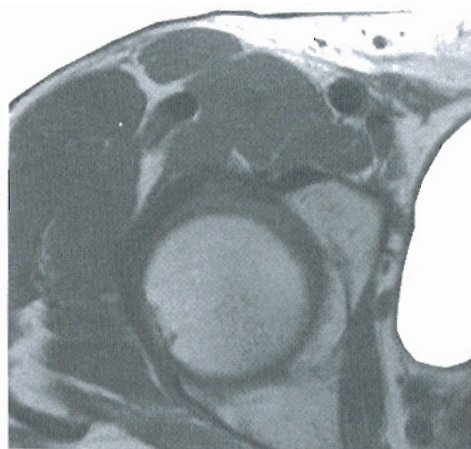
• Corte del triángulo femoral que muestra la constitución de la vena femoral (semiesquemática). Lado derecho, segmento superior del corte. Los vasos linfáticos profundos, que ocupan el conducto femoral, están representados (v. pág. 532). Corte correspondiente de RM in vivo.
